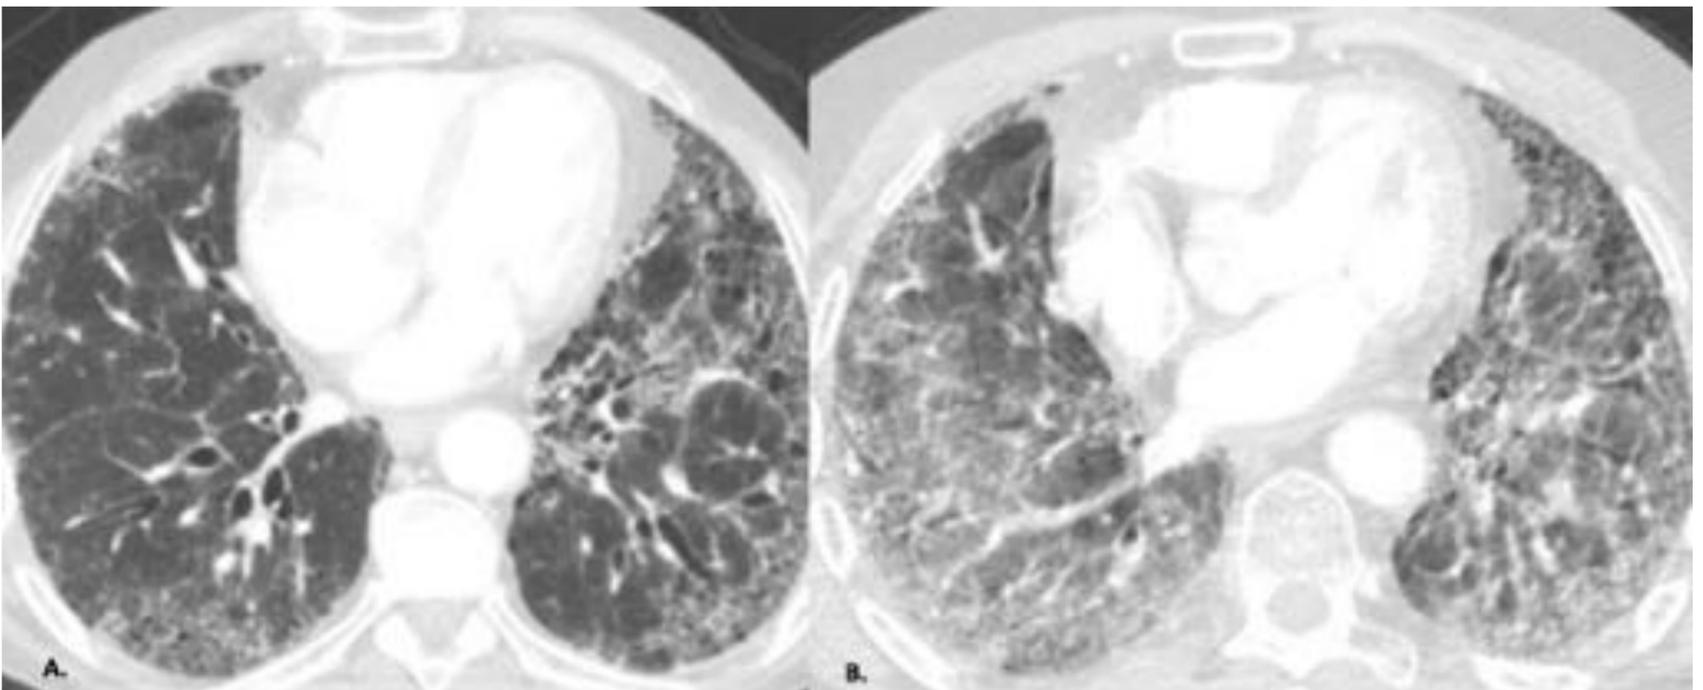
Cortes axiales de TC del mismo paciente con un mes de diferencia. Imagen A, signos compatibles con patrón NIU (reticulación, bronquiectasias de tracción y panalización). En la imagen B, sobre los signos de fibrosis se identifican extensas y difusas áreas de vidrio deslustrado de predominio medio-basal, compatible dada la evolución clínica con exacerbación aguda.
